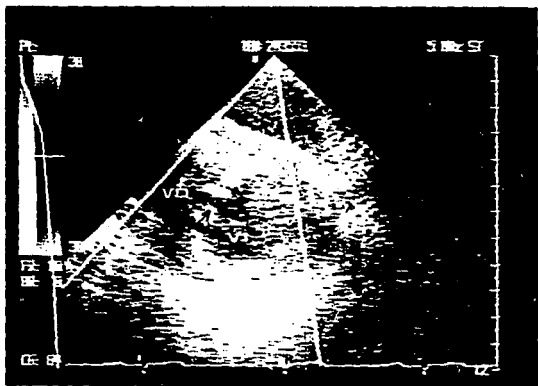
Ecocardiograma transesofagico (ETE). Imagen transgástrica en el plano transversal a nivel ventricular. La flecha señala una comunicación entre ambos ventriculos postraumatica. VD= Ventriculo derecho; VI= Ventriculo izquierdo
